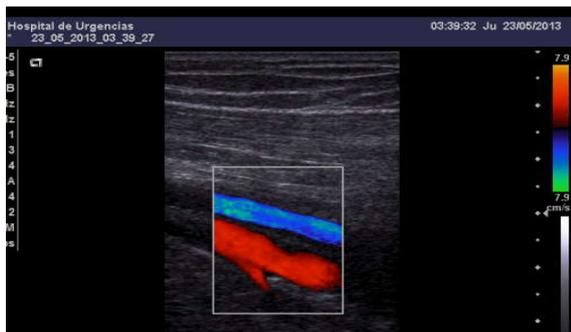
EcoDoppler arterial de control sin alteraciones anatómicas ni funcionales
